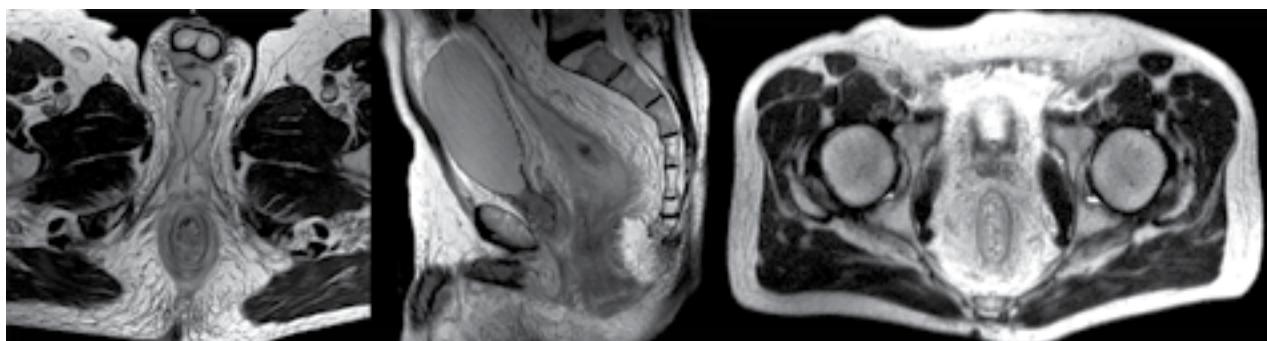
Resonancia de pelvis. Engrosamiento e inflamación de la pared del recto y del conducto anal, alteración de los planos grasos del mesorrecto y del músculo elevador del ano, y cambios inflamatorios pelvianos, que comprometen ambas fosas isquiorrectales y escroto, sin evidencia de colecciones al momento del estudio.
